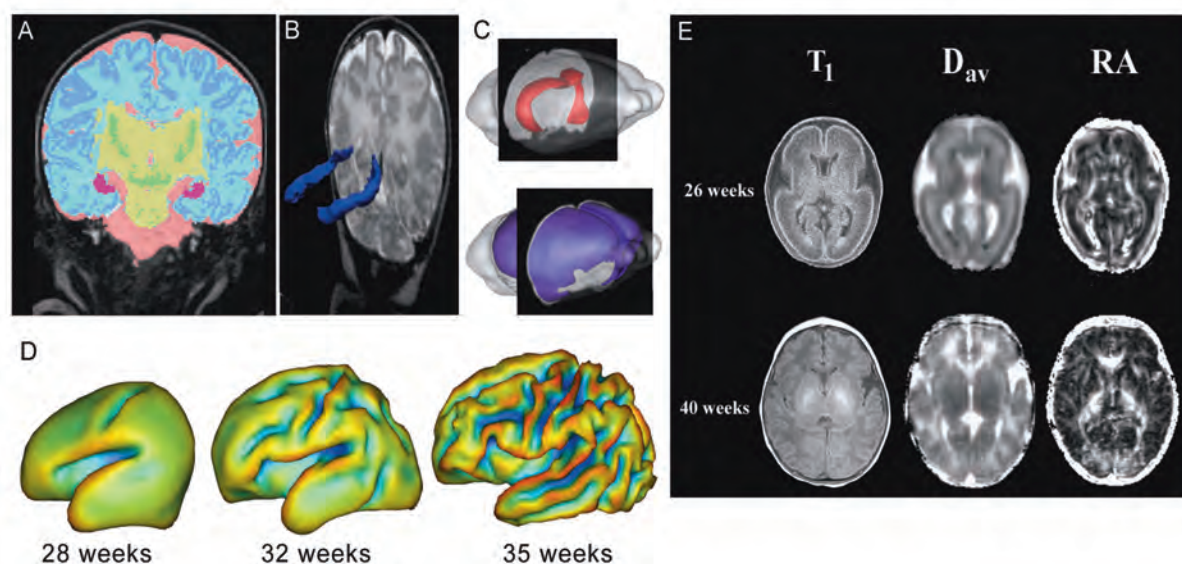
Techniques avancées d'IRM pour l'étude du cerveau en développement IRM-3D, volumétrie et diffusion
